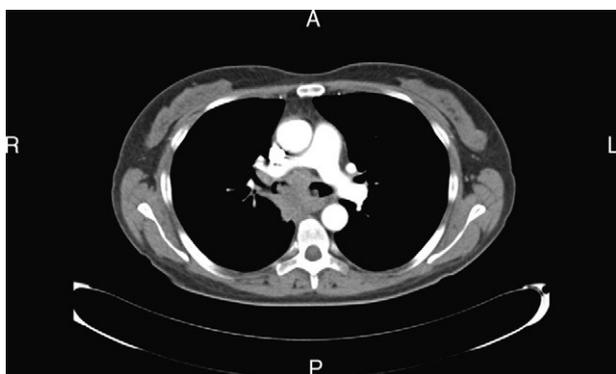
TC torácica: adenopatía subcarinal y ocupación de ambos bronquios principales con oclusión del bronquio del lóbulo medio y del lóbulo inferior derecho.
